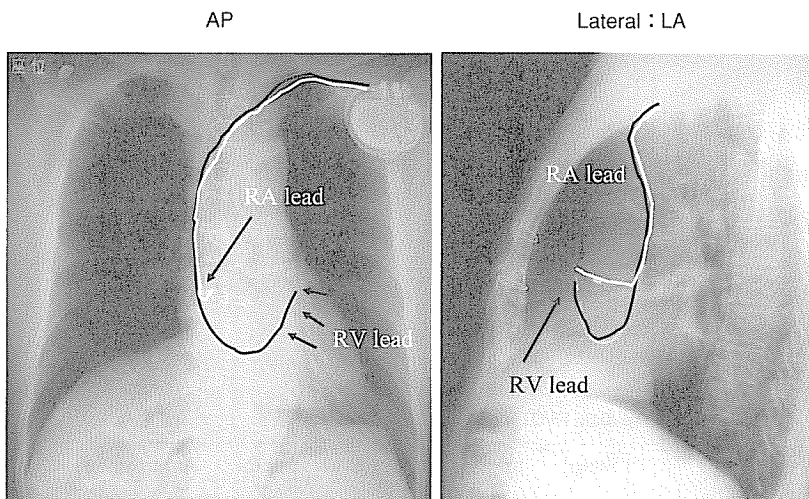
右室流出路ペーシングを施行した患者の胸部X線像（正面像と側面像）
